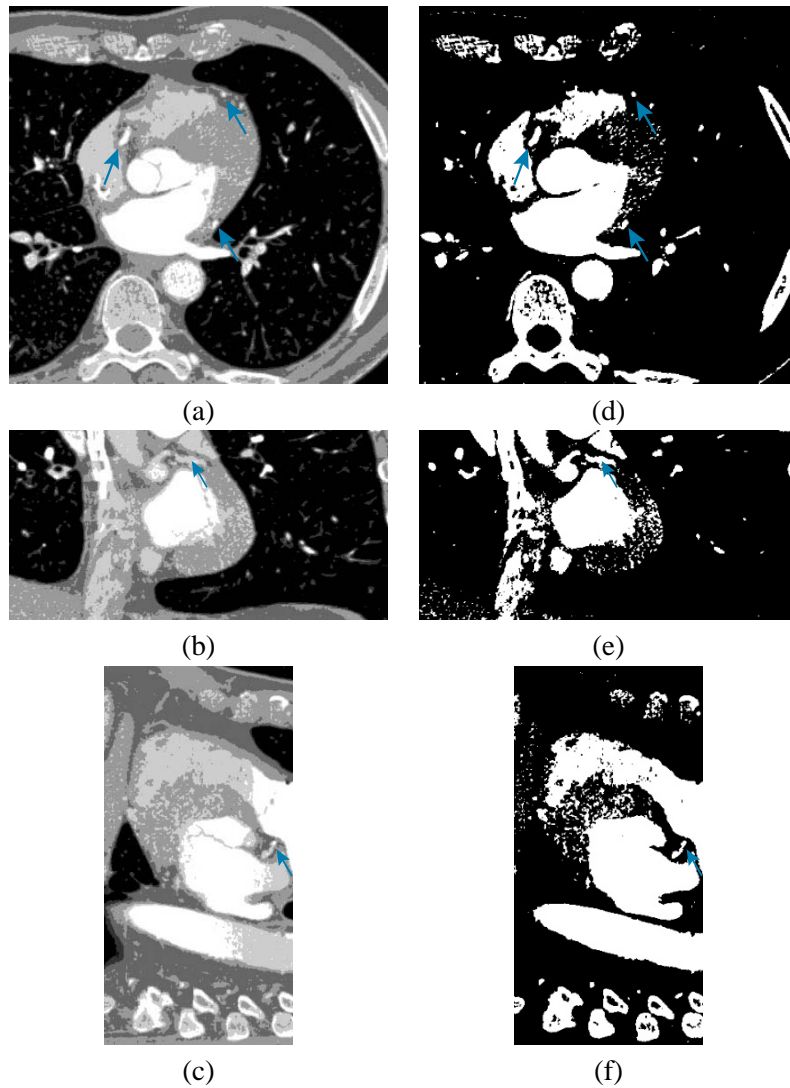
Axiale (a), sagittale (b) und coronale (c) Schichten des vorsegmentierten CT-Datensatzes. (d) - (f) zeigen die entsprechenden Schichten nach Anwendung des Thresholdings. Die Koronararterien sind in den einzelnen Schichten als kleine Strukturen identifizierbar (blaue Pfeile).
